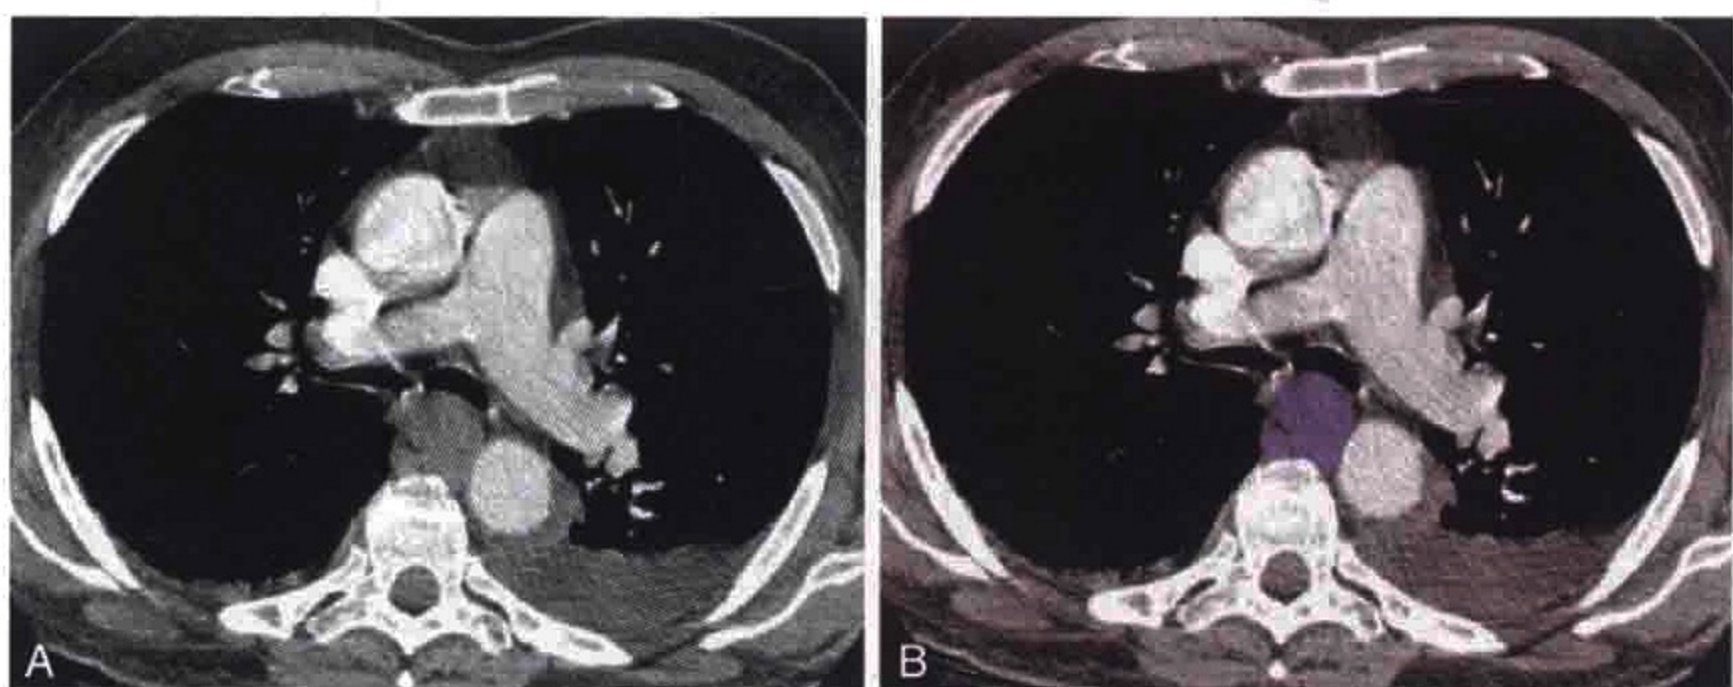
胸部横轴位 CT 增强扫描显示肿大的食管旁淋巴结 (紫色)
